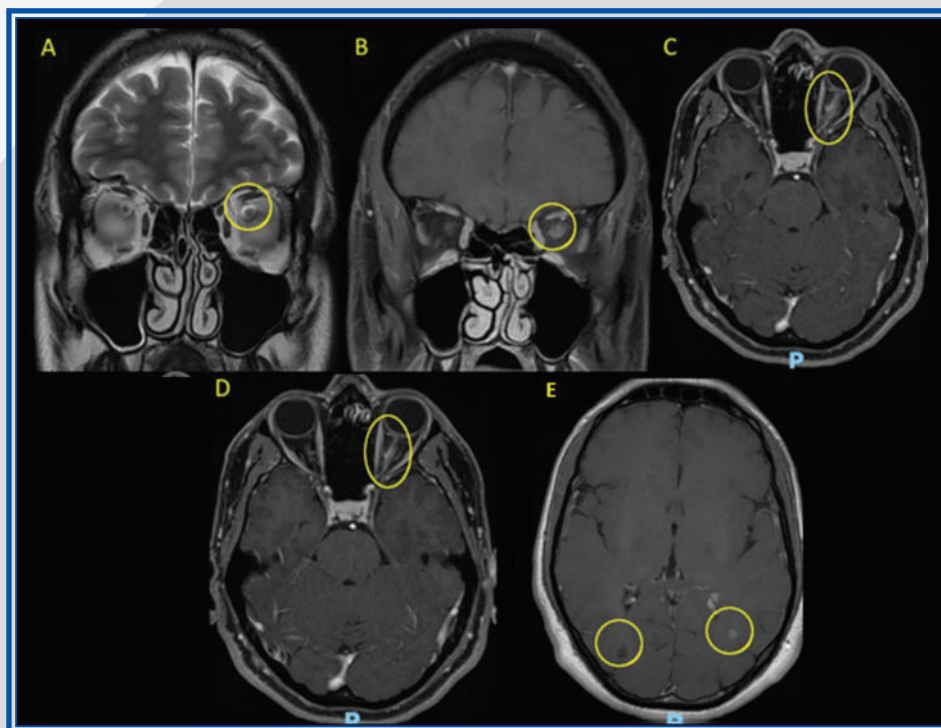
Capítulo 7. IRM de encéfalo contrastada. Se observa discreta hiperintensidad de señal en secuencias T2 (A), con incremento en el calibre y realce importante del segmento intraorbitario del nervio óptico izquierdo, en secuencias T1 posgadolinio en cortes coronal (B) y axial (C y D). También se observa una lesión yuxtacortical parietal izquierda con realce al medio de contraste y una lesión hipointensa parietal derecha (E).
